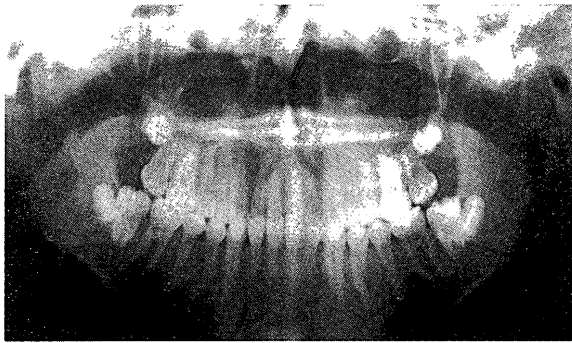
Panoramic X-ray at the initial visit
